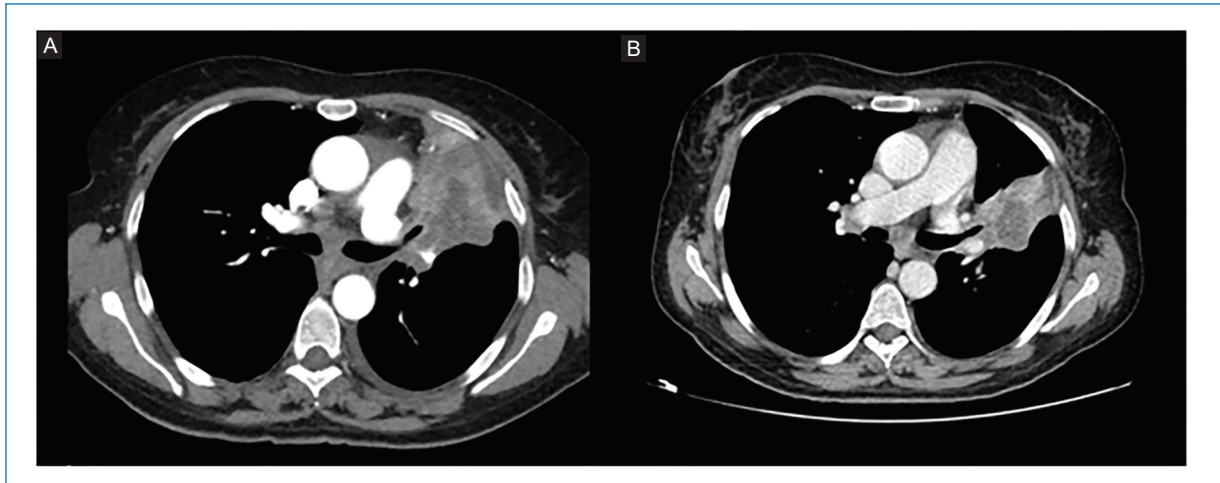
Tomografía computarizada corporal diagnóstico (abril de 2017) (A) y en respuesta parcial (septiembre de 2017) (B) (imágenes cedidas por la autora).
